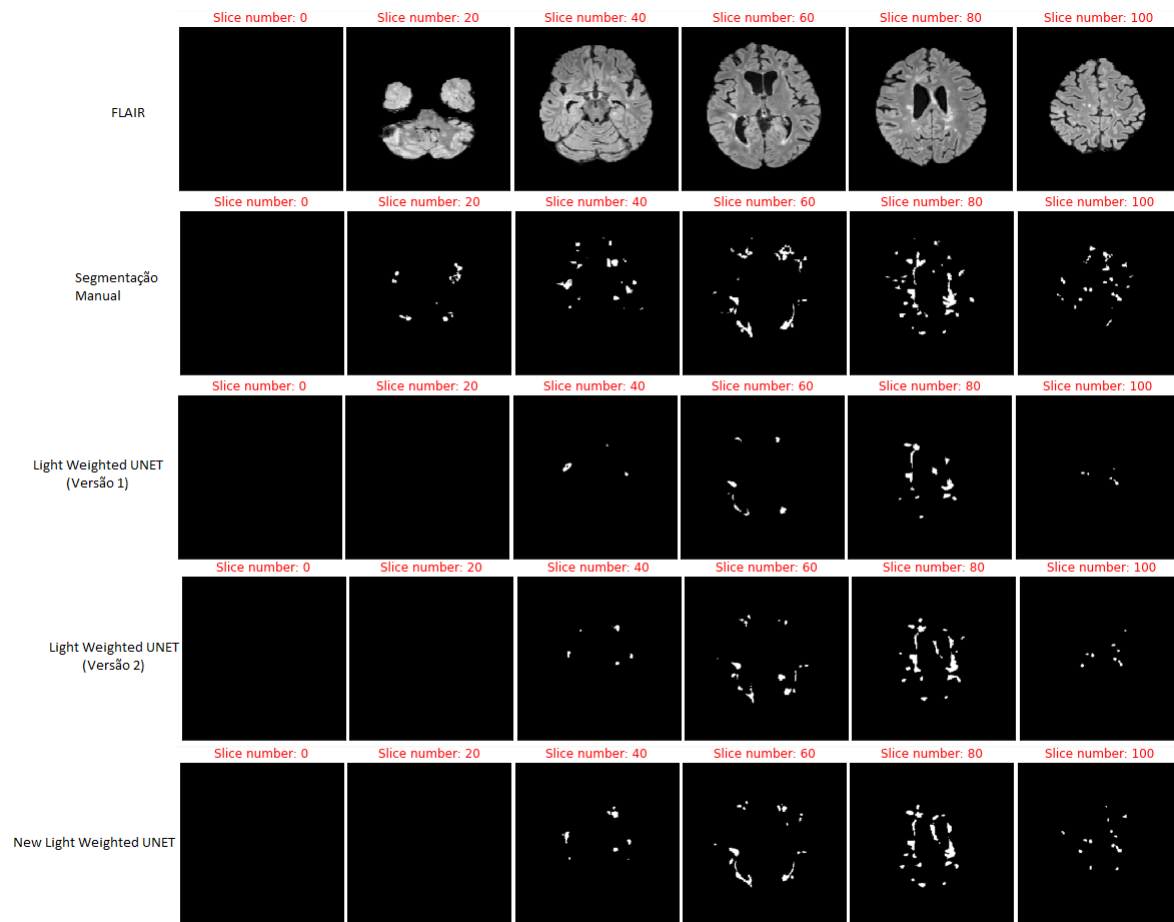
Comparação da segmentação entre os três modelos *Light Weighted Unet* treinados. Na primeira linha, as fatias da modalidade FLAIR estão ilustradas, já na segunda linha, apresentam-se fatias da segmentação manual, enquanto na terceira e quarta linha aparecem as segmentações da primeira e segunda versão dos modelos *Light Weighted Unet*. Por fim, na quarta linha, observa-se a segmentação realizada pelo modelo modificado, ao adicionar mais *skip connections*.
